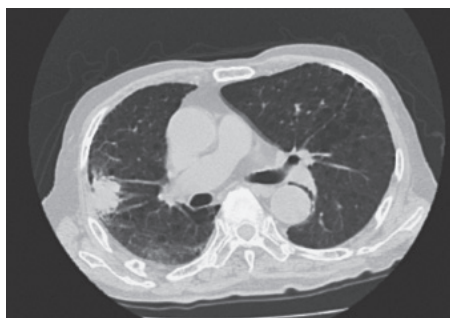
肺 CT (4 ヶ月前). 右肺 S3b に不整形結節を認める. 両肺に気腫性変化, 下肺野末梢優位に間質性変化がある.
